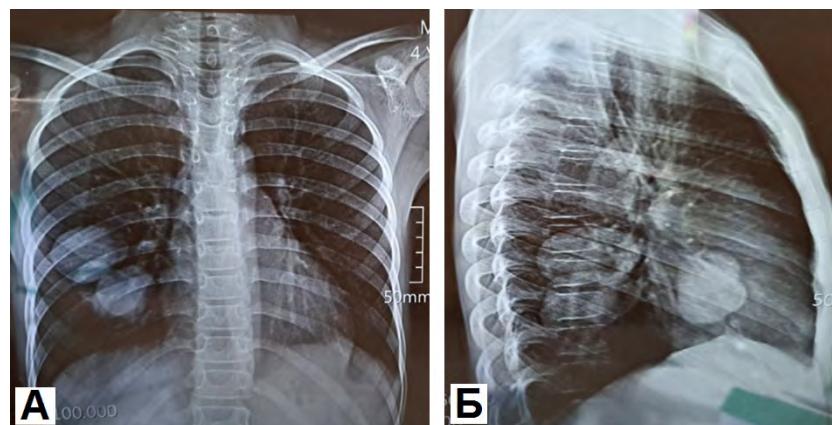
Рентгенограмма грудной клетки в прямой (А) и боковой (Б) проекциях. В средней доле правого легкого визуализируются эхинококковые кисты
